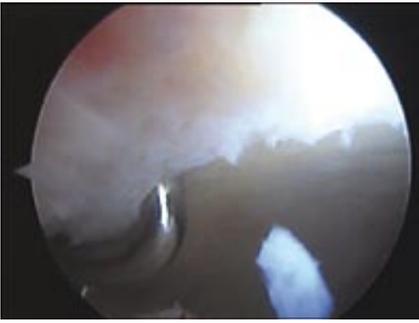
Arthroscopischer Befund zeigt Rissbildung zwischen Labrum und Hüftgelenkknorpel im zentralen Kompartiment korrespondierend zum MRT
